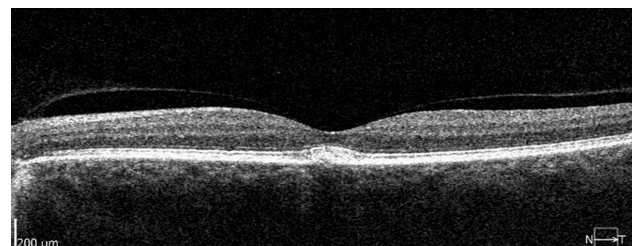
Оптична когерентна томограма ділянки макули лівого ока.
